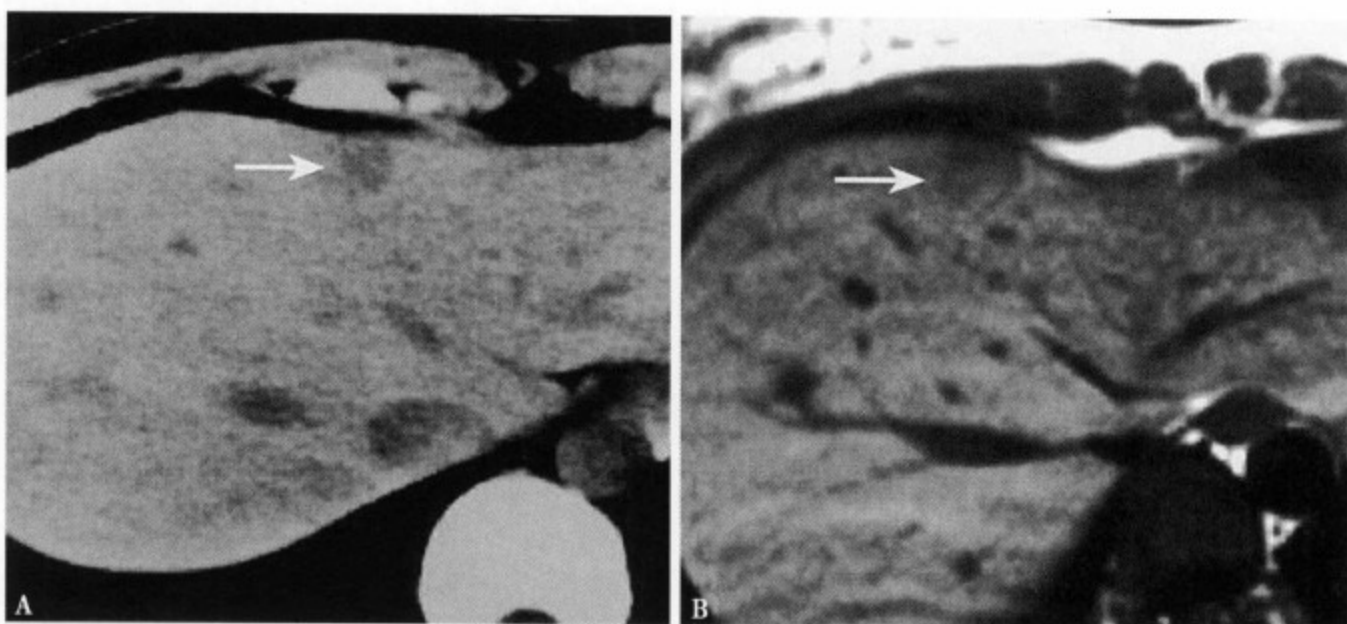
CT 平扫 (A) 肝左叶内侧段包膜下显示一类圆形稍低密度灶, 边缘不太清楚; T₁WI (B) 病灶呈稍低信号, 边缘不清, 不能肯定为囊性病变
